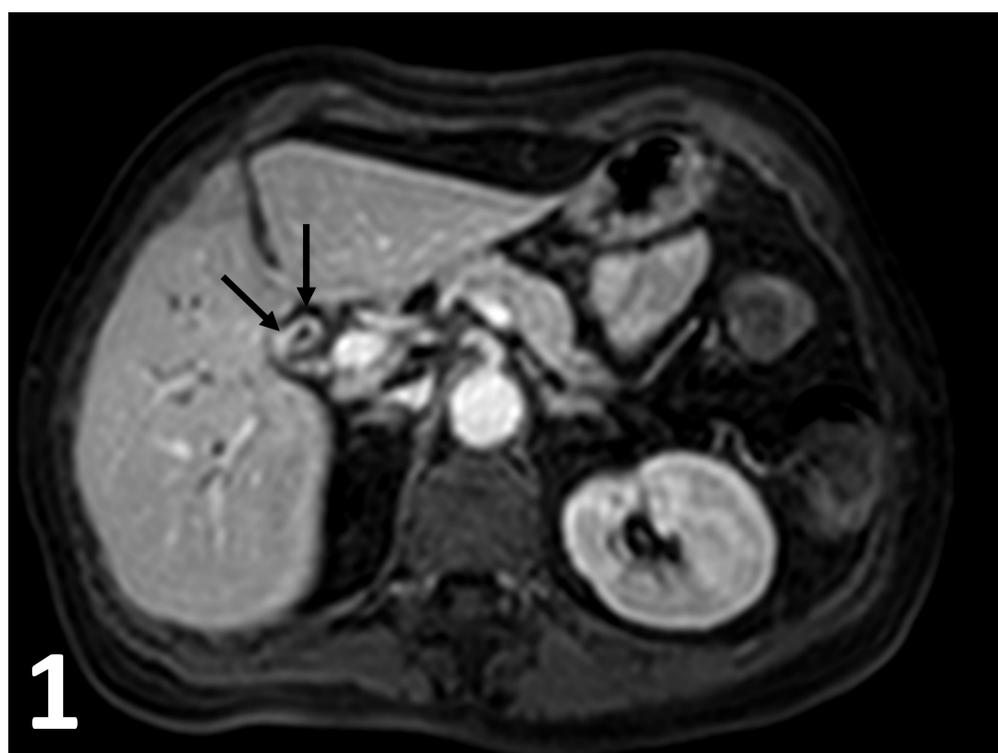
RM secuencia dinámica DIXON axial. Engrosamiento e hipercaptación de confluencia de ambos conductos hepáticos con extensión a al derecho (flechas negras). Colangiocarcinoma IIIa en íntima relación con rama portal derecha sin clara invasión vascular
